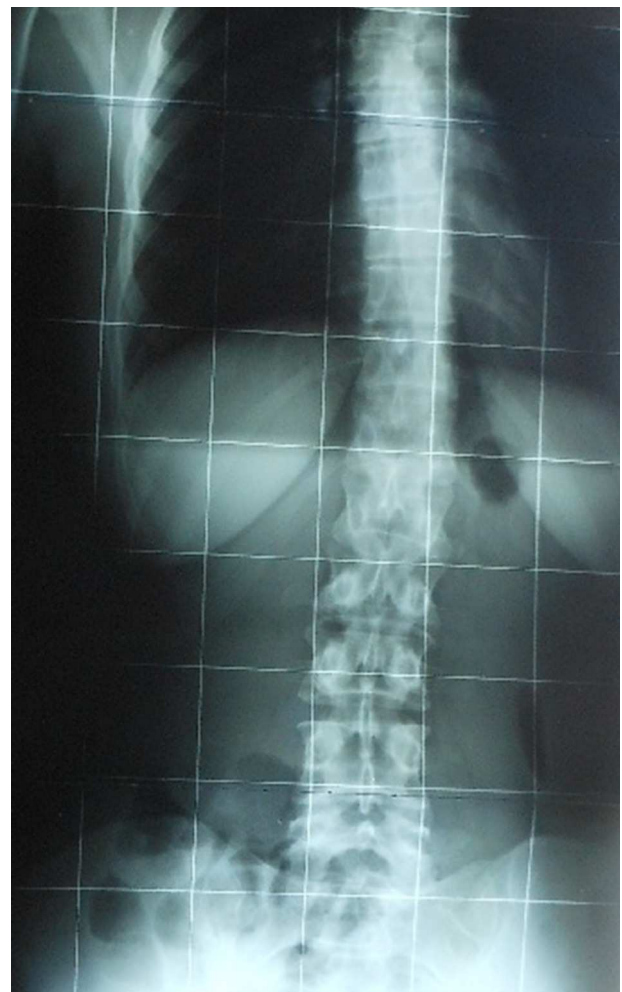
La radiografía muestra la escoliosis que presentaba la paciente.
